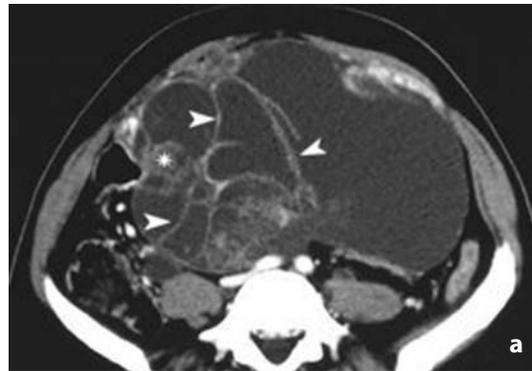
Tomografia computerizzata. Adenocarcinoma sieroso. a Indagine con mdc: voluminosa lesione a composizione mista, in parte fluida con setti irregolari (punte di freccia) e componente solida (asterisco) che mostrano enhancement. Nelle ricostruzioni sul piano coronale (b) e sagittale (c) si osserva che la massa occupa estesamente l'addome. U = utero; V = vescica
